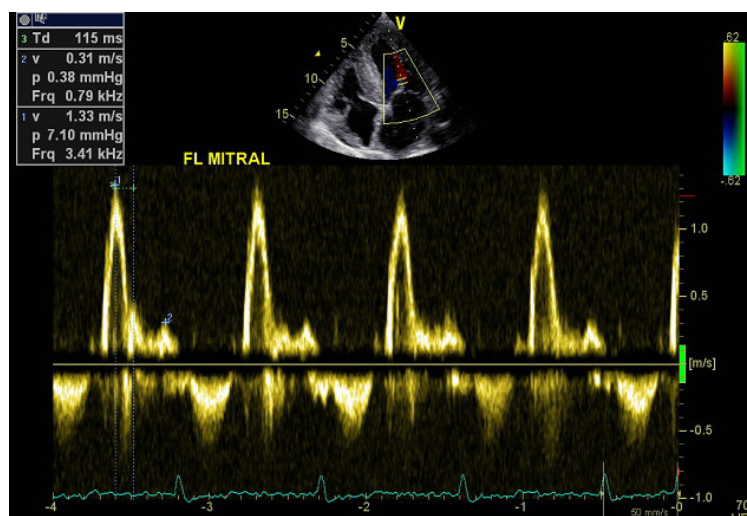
Fluxo mitral ao Doppler pulsátil com velocidade da onda e = 1,33 m/s, pequena contribuição atrial (onda a = 0,31 m/s), tempo de aceleração reduzido (115 ms) e relação e/a = 4,29, denotando um padrão do tipo restritivo. Fonte: arquivo pessoal
